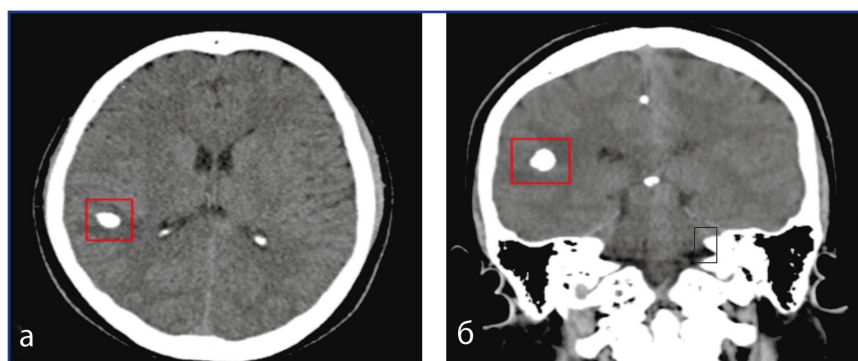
КТ головного мозга в дооперационном периоде:
